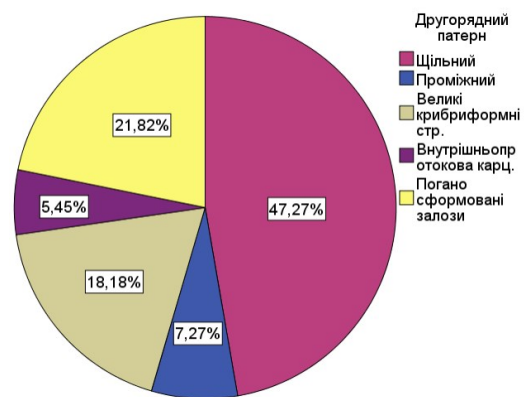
Діаграма частоти другорядного гістологічного патерну у хворих на РПЗ та позитивним результатом МРТ (PI-RADS 4-5)
